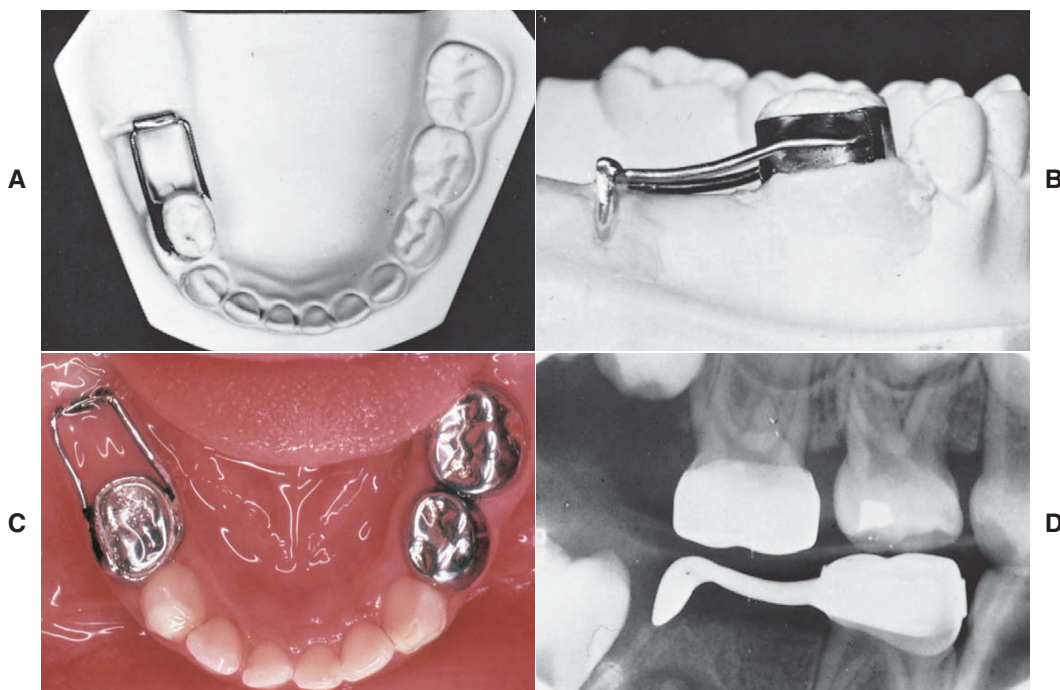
O mantenedor de espaço distal está indicado quando um segundo molar decíduo é perdido antes da erupção do primeiro molar permanente e normalmente é colocado durante ou logo após a extração do molar decíduo. A, A porção da alça, feita de fio de aço 0,036", e a lâmina intra-alveolar são soldadas à banda, então todo o dispositivo pode ser removido e substituído por outro mantenedor de espaço depois que os molares permanentes erupcionarem. B, A porção da alça deve ser contornada próximo à crista, uma vez que o dispositivo não resiste às forças oclusais excessivas dos dentes opostos. C, Este mantenedor de espaço distal foi colocado no momento da extração do segundo molar decíduo. D, A porção da lâmina deve ser posicionada de modo que se estenda 1 mm abaixo da crista marginal mesial do dente permanente para guiar sua erupção. Esta posição pode ser medida através das radiografias pré-tratamento e verificada em uma radiografia de teste ou logo após a cimentação. Uma radiografia oclusal adicional pode ser obtida se a posição vestibulolingual for duvidosa.
